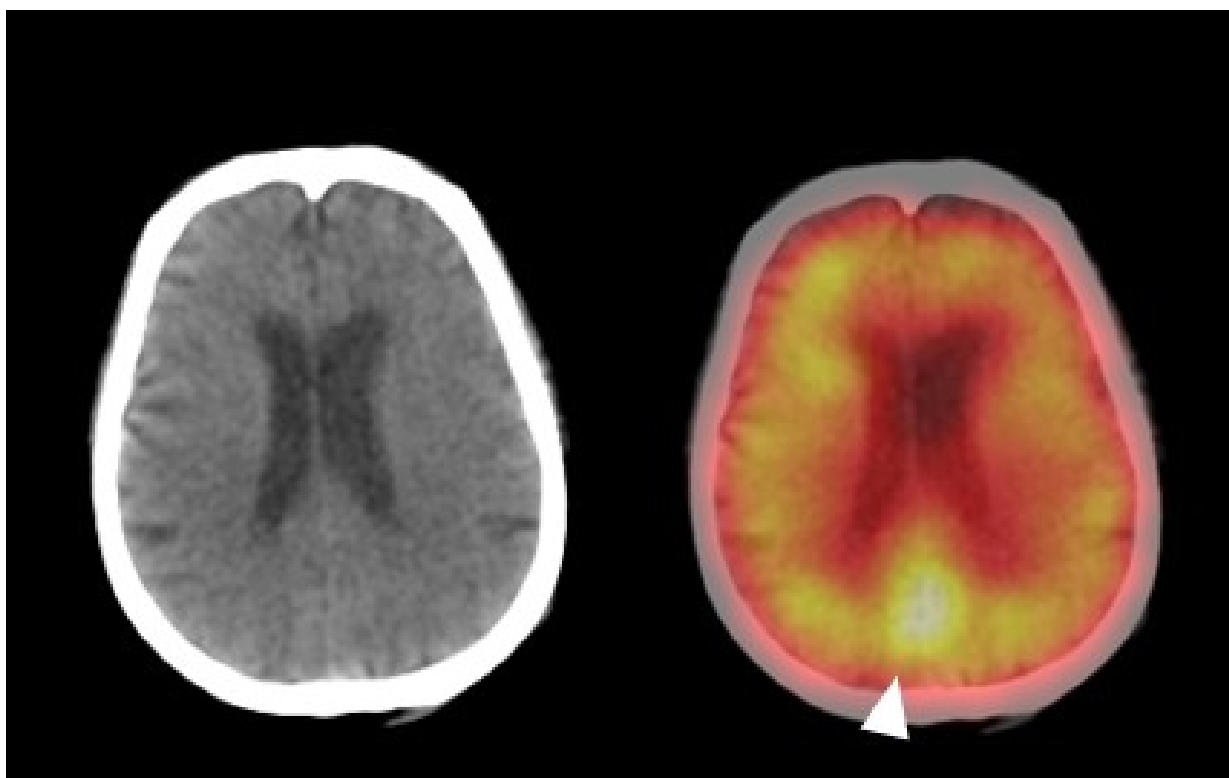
Перфузионная ОФЭКТ/КТ головного мозга (слева – низкодозная КТ, справа – совмещённое изображение), аксиальный срез на уровне тел боковых желудочков. Мужчина, 57 лет, балл по MMSE29. Белой стрелкой указана физиологическая гиперфиксация РФП в проекции затылочных долей
